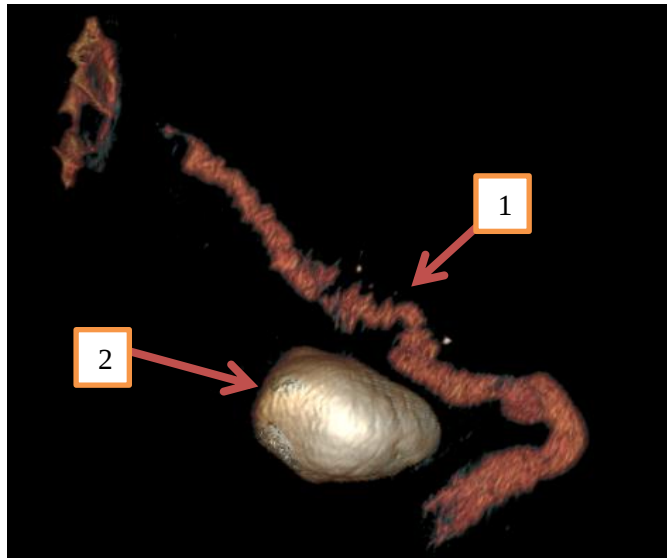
КТ-колонография, 3D-модель пациента С., 74 лет. Множественные дивертикулы сигмовидной кишки с повышением тонуса кишечной стенки – стрелка 1. Уровень свищевого хода – стрелка 2.
